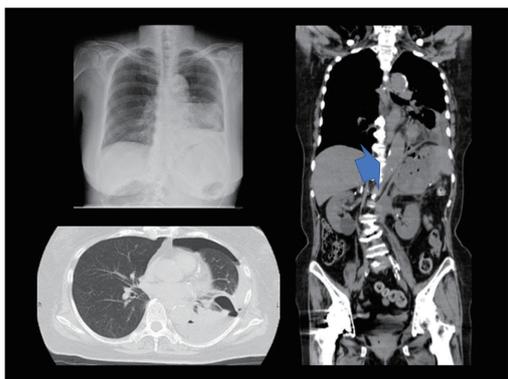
Chest X-Ray and Computed tomography after perforation
